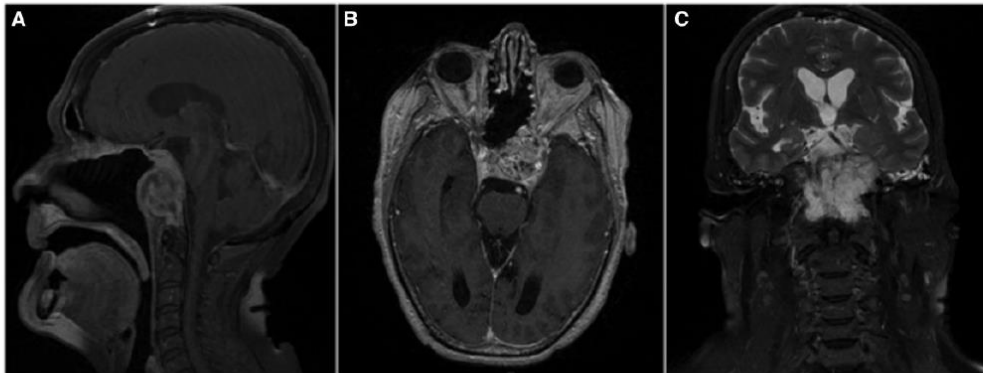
MRI of Case 1 showing primary clival chordoma after regrowth. Case at the origin of the primary orthotopic model. (A) Sagittal postcontrast T1-weighted MR image shows a lobulated clival tumor demonstrating marked but heterogeneous enhancement. The lesion is measuring $34 \times 44 \times 40$ mm. (B) Axial postcontrast T1-weighted MR image. The tumor invades the left cavernous sinus, the sphenoid sinus, and the sellar area. (C) Coronal T2-weighted MR image. The tumor shows low-signal-intensity septations that separate high-signal-intensity lobules.
